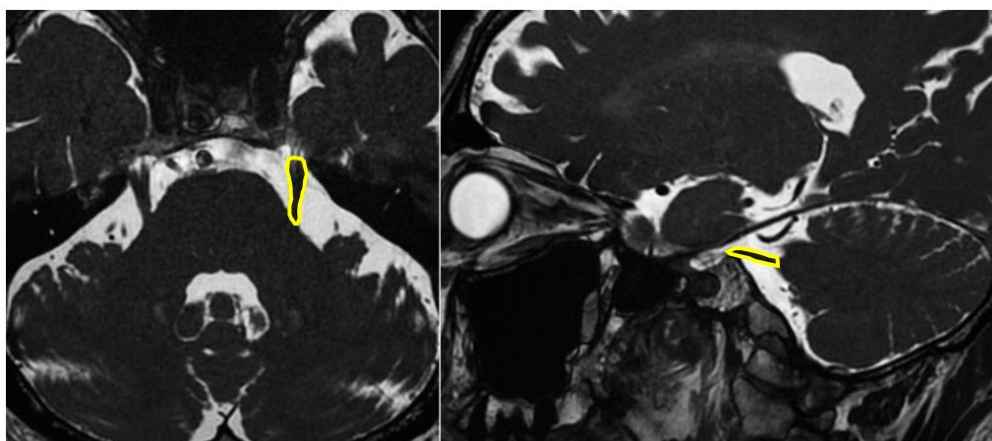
MRI heavy-T2WI 標的描画例
